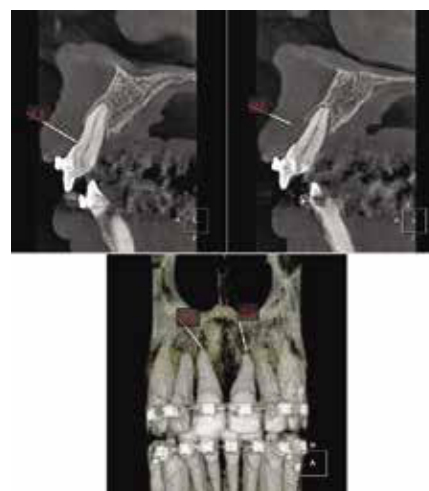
Examen CBCT 11+21 au debut du traitement
